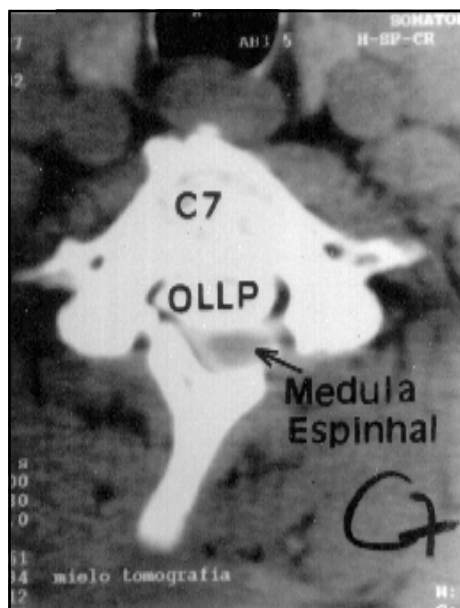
Corte axial de mielotomografia mostrando compressão da OLLP sobre o saco tecal e estenose do canal vertebral, ao nível de C7.
